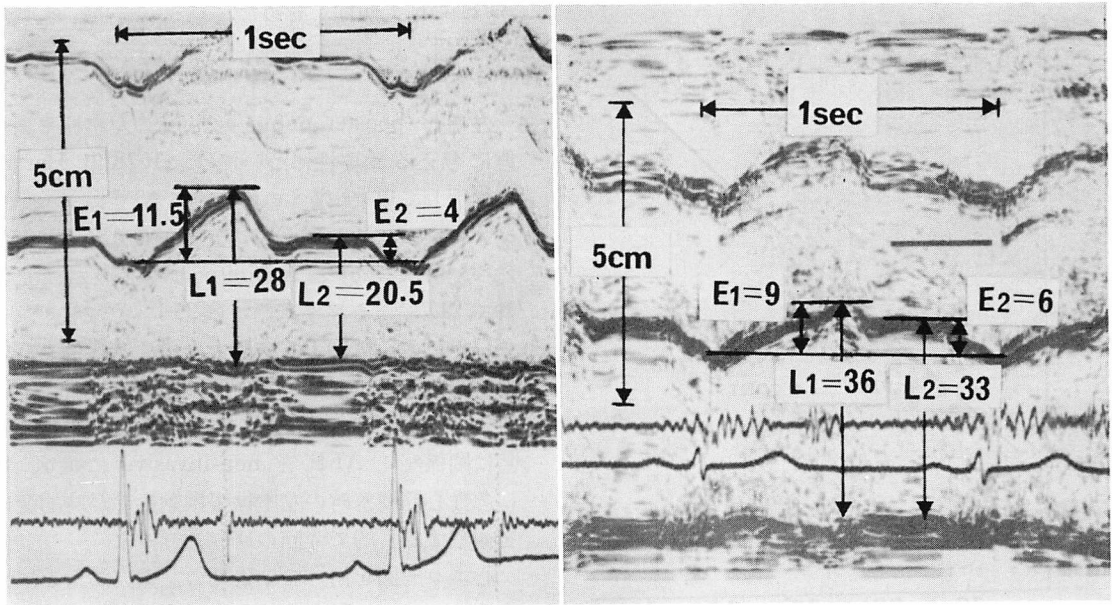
Echocardiographic determinations of AFF obtained by echograms of the left ventricle and aortic root in a normal subject.
